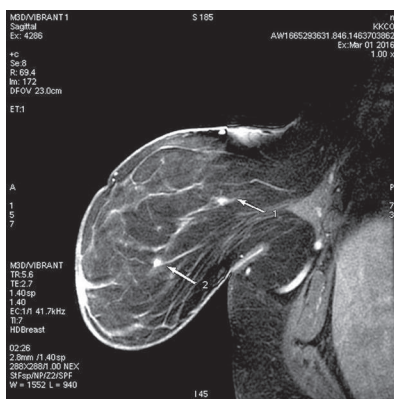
Магнитно-резонансная томограмма (сагиттальная проекция) правой молочной железы больной Н. Визуализируются дополнительные опухолевые узлы в проекции нижнего внутреннего квадранта и на границе внутренних квадрантов
